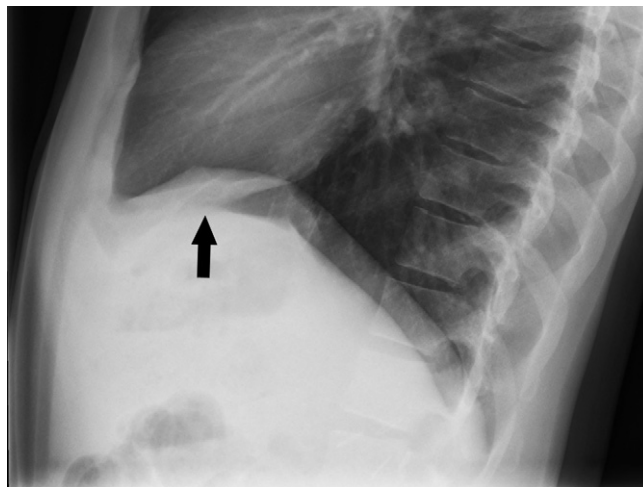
Diaphragme de profil : latéralisation sur une radiographie standard de profil.
